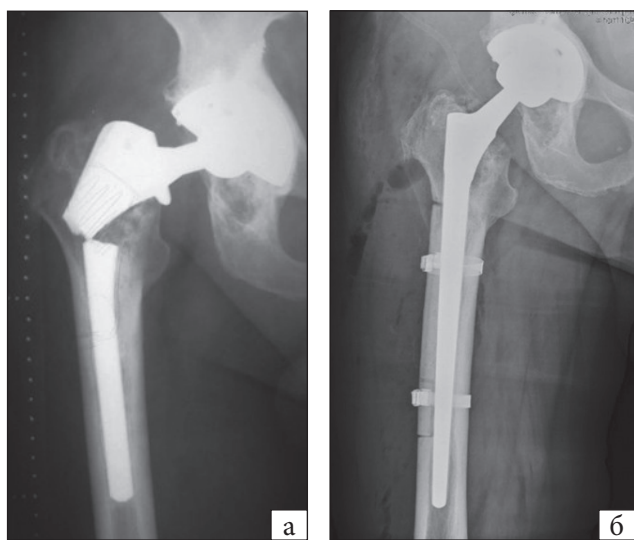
Пацієнт С., 50 років. Рентгенограми до оперативного втручання (виявлено перелом стегнового компонента) (а) та після, де застосовувалась «вікончата» остеотомія для видалення фрагмента стегнового компонента, встановлена довга
